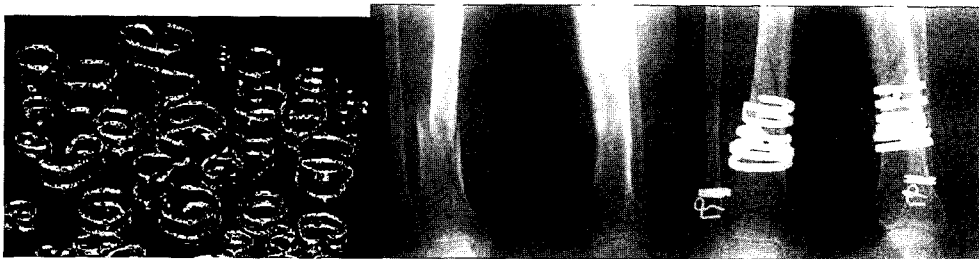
국내식약청 허가 제품인 정형외과용 골절치료기기(좌) 및 골절환자에 적용한 전(중간)과 후(우)의 방사선 촬영결과. ((주) 바이오스마트 제공).
